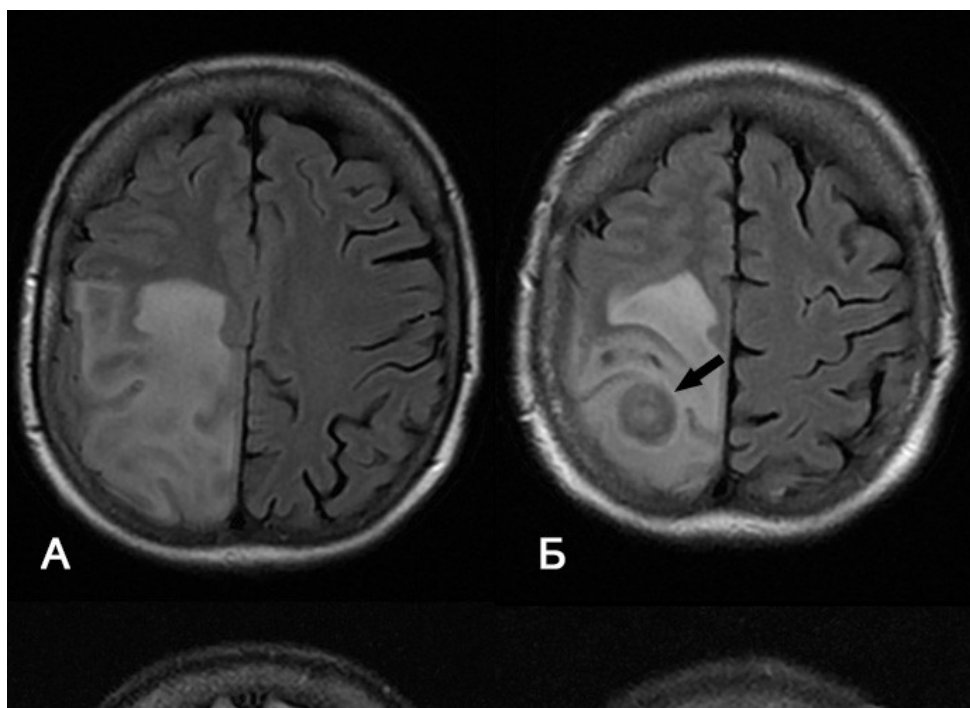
МРТ пациентки Ч. 34 лет, которая поступила после генерализованного судорожного эпизода на фоне субъективного чувства благополучия (за день до поступления водила автомобиль). На момент обследования (изображения А и Б) пациентка в состоянии угнетенного сознания, не может лежать неподвижно; имеются противопоказания для введения наркоза. А, Б – МРТ при поступлении в аксиальной проекции. А – T2 FLAIR BLADE, в области базальных ганглиев с 2х сторон многочисленные очаги с перифокальным отеком. Б – в структуре очагов гиперинтенсивные включения (отмечены стрелками), что с учетом того что пациент не принимал никакие лекарственные препараты в течении нескольких месяцев, специфично для токсоплазмоза. Был назначен курс этиотропной терапии. В, Г – МРТ №2 через 17 дней после МРТ №1, изображения в аксиальной проекции. В – T2 FLAIR, отмечается уменьшение выраженности перифокального отека (положительная динамика); гиперинтенсивные включения на T1ВИ (Г) стали более выраженными. Д – МРТ №3 через 34 дня после МРТ №2, T1ВИ в аксиальной проекции, интенсивность гиперинтенсивных включений значительно снизилась. Е – МРТ №4 через 5 месяцев после МРТ №3, T1ВИ в аксиальной проекции, гиперинтенсивные включения более не определяются.
